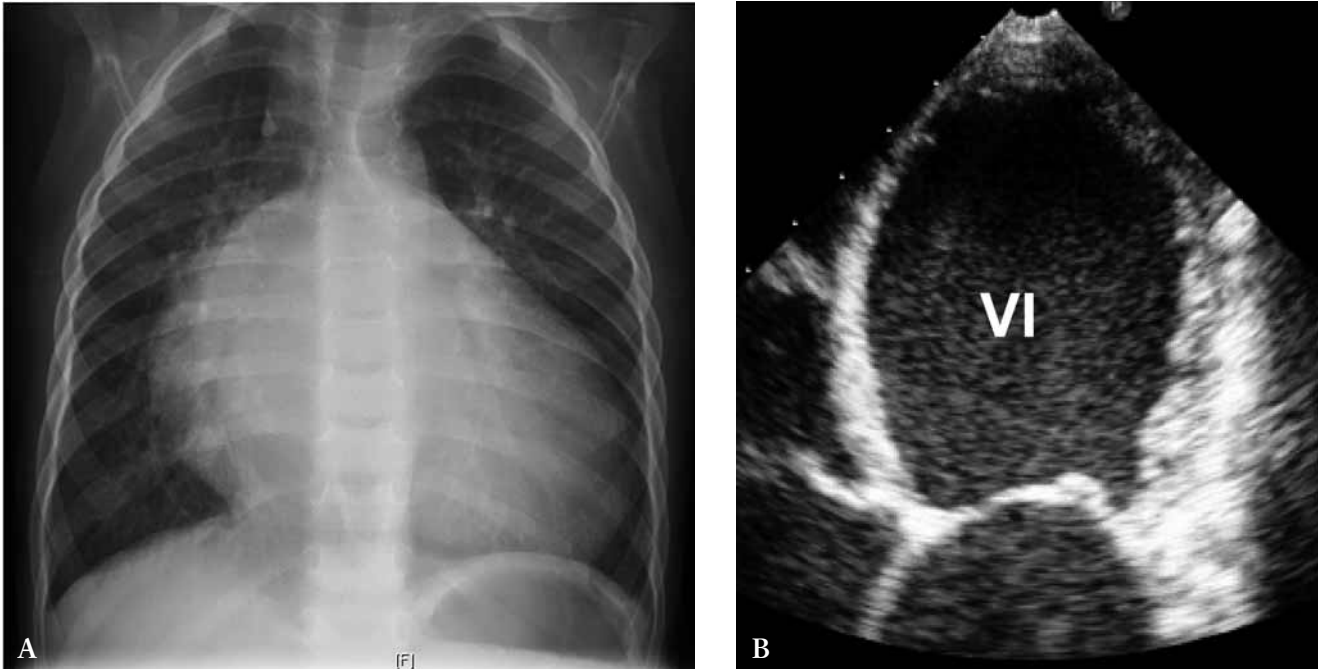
Miocardiopatía dilatada. A) Cardiomegalia severa. B) Eco 2D apical 4 cámaras. Forma redondeada del VI con pared adelgazada. VI: ventrículo izquierdo.
